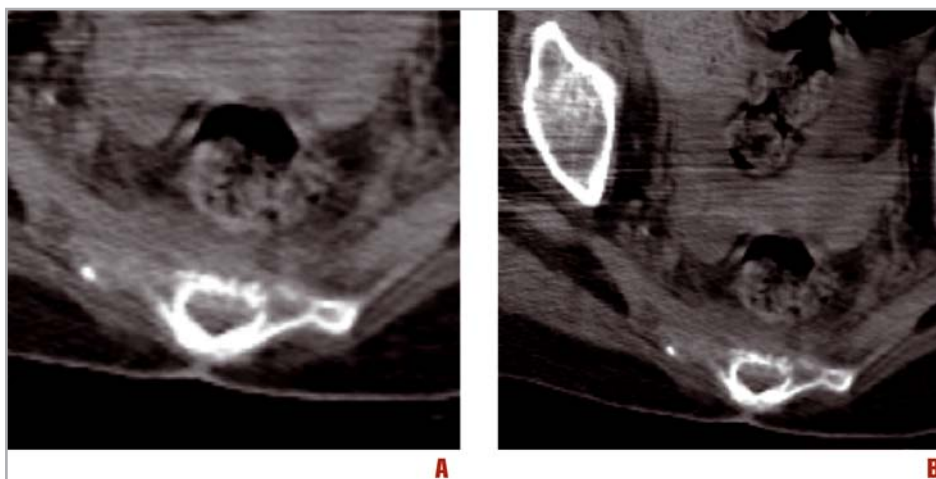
A e B. TC senza mezzo di contrasto che pongono in evidenza l'invasione del mesoretto
